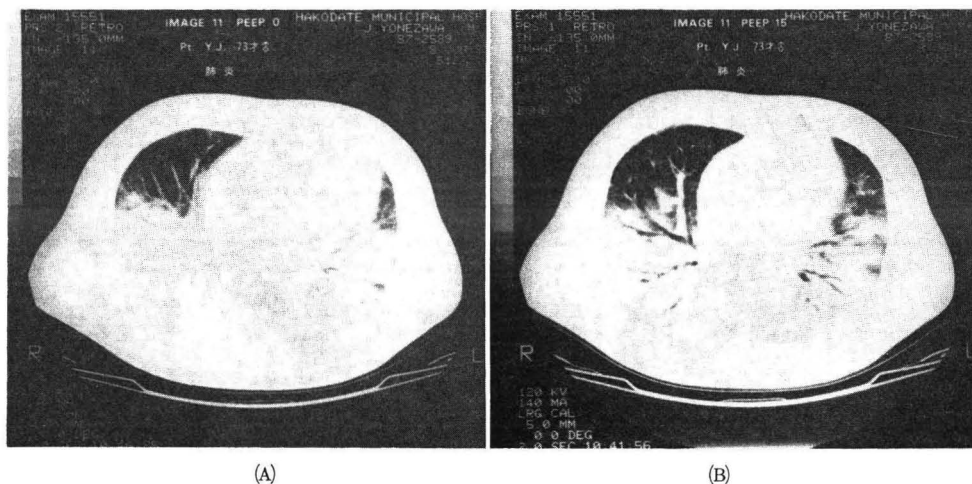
症例2の ZEEP 下 (A) と PEEP 15 cmH₂O 下 (B) の肺 CT
